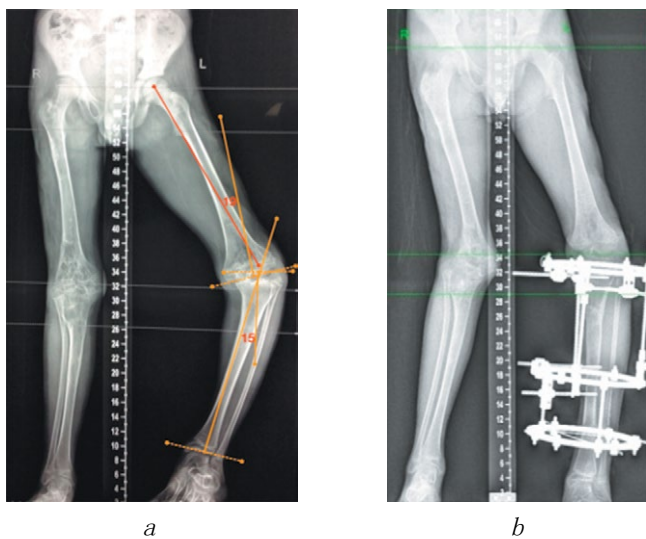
K. 病人左下肢畸形矫正前 (a) 和间 (b) 下肢的X线片
